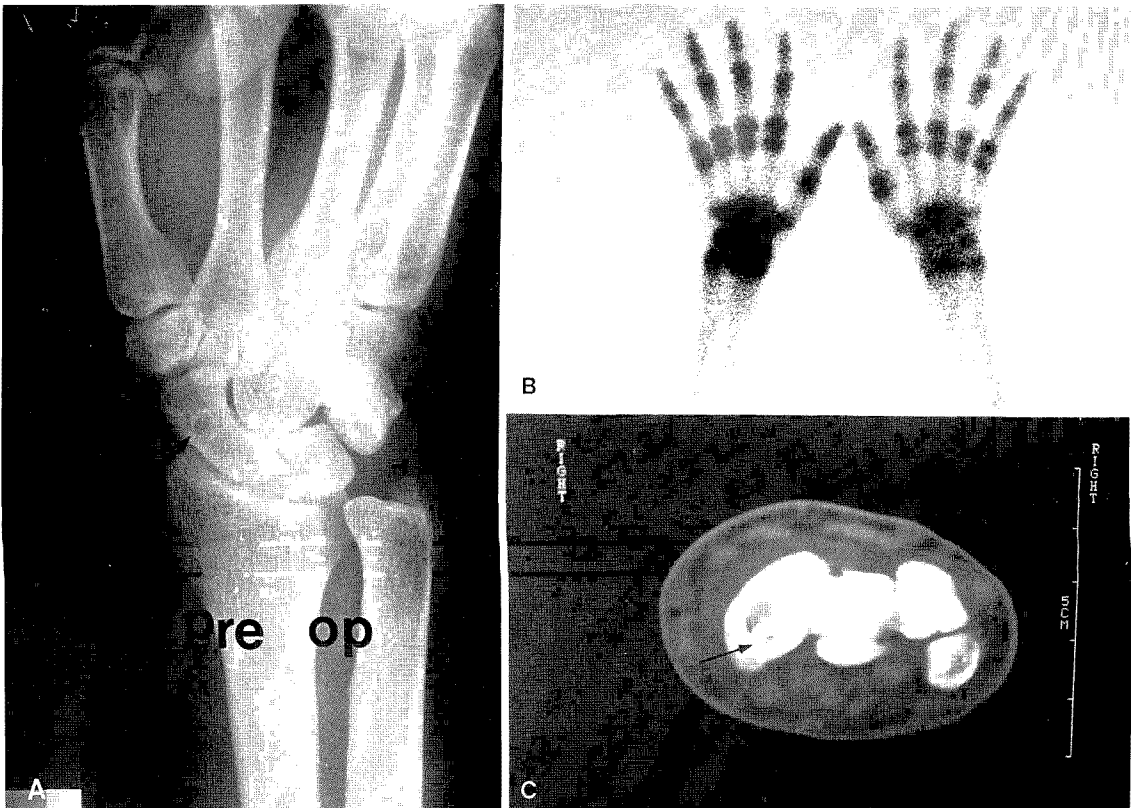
Roentgenogram of the right wrist showed the sclerotic lesion in right scaphoid bone
